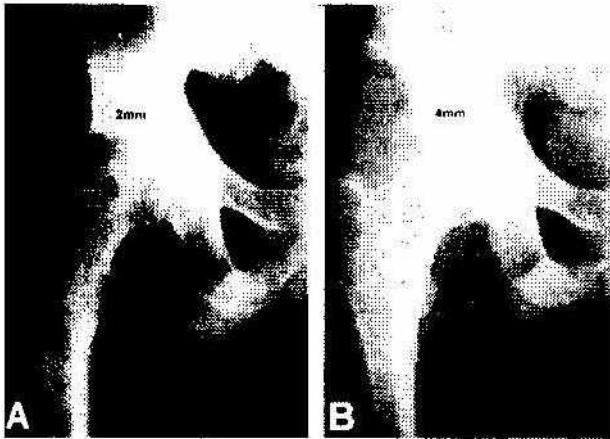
A. Preoperative X-Ray of right hip show decreased joint space and blurring of subchondral sclerotic line, diffuse osteopenia.
